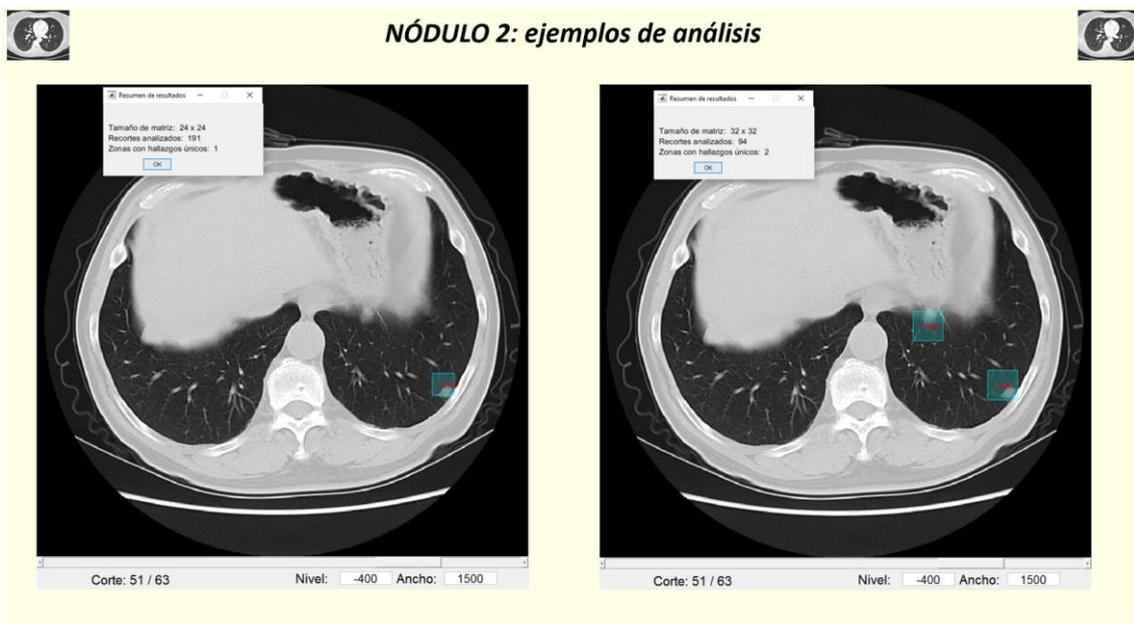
Casos TC de tórax. Caso 9: ejemplos de análisis del nódulo 2
